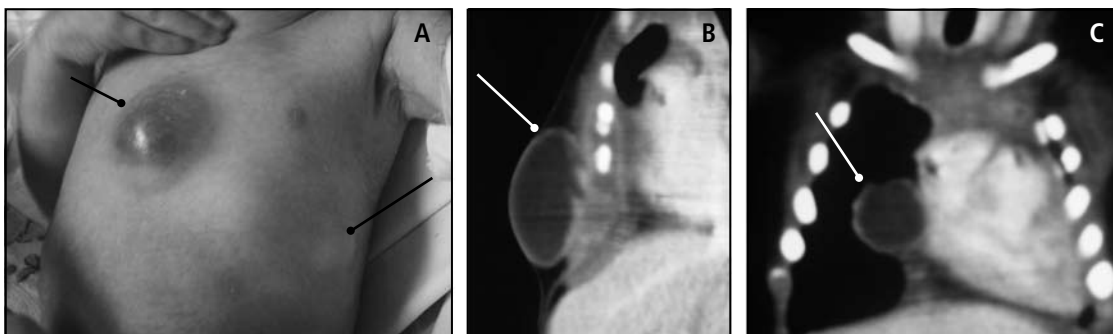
Absceso múltiple por *S. aureus*, comunicado a mediastino, en un neonato. A. Imagen clínica. B. Tomografía axial de tórax lateral que muestra absceso en cara anterior del esternón, con fistulización a mediastino. C. Tomografía axial de tórax AP que muestra absceso en partes blandas.
